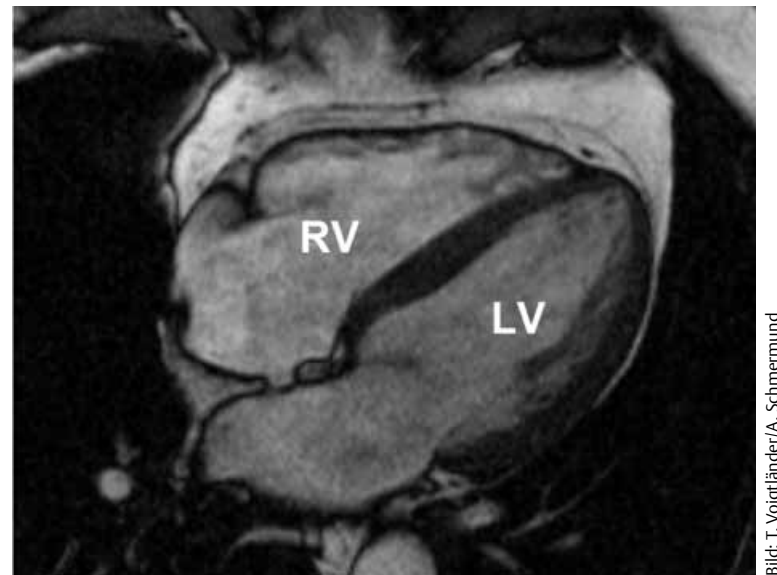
MRT-Darstellung eines normalen linken und rechten Ventrikels
